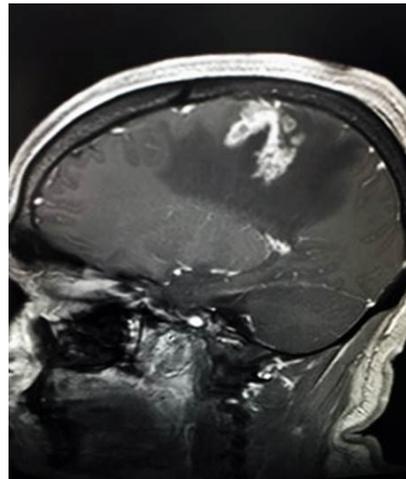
IRM T1 + G sagital : se observa el realceserpiginoso a la administración de contraste.
